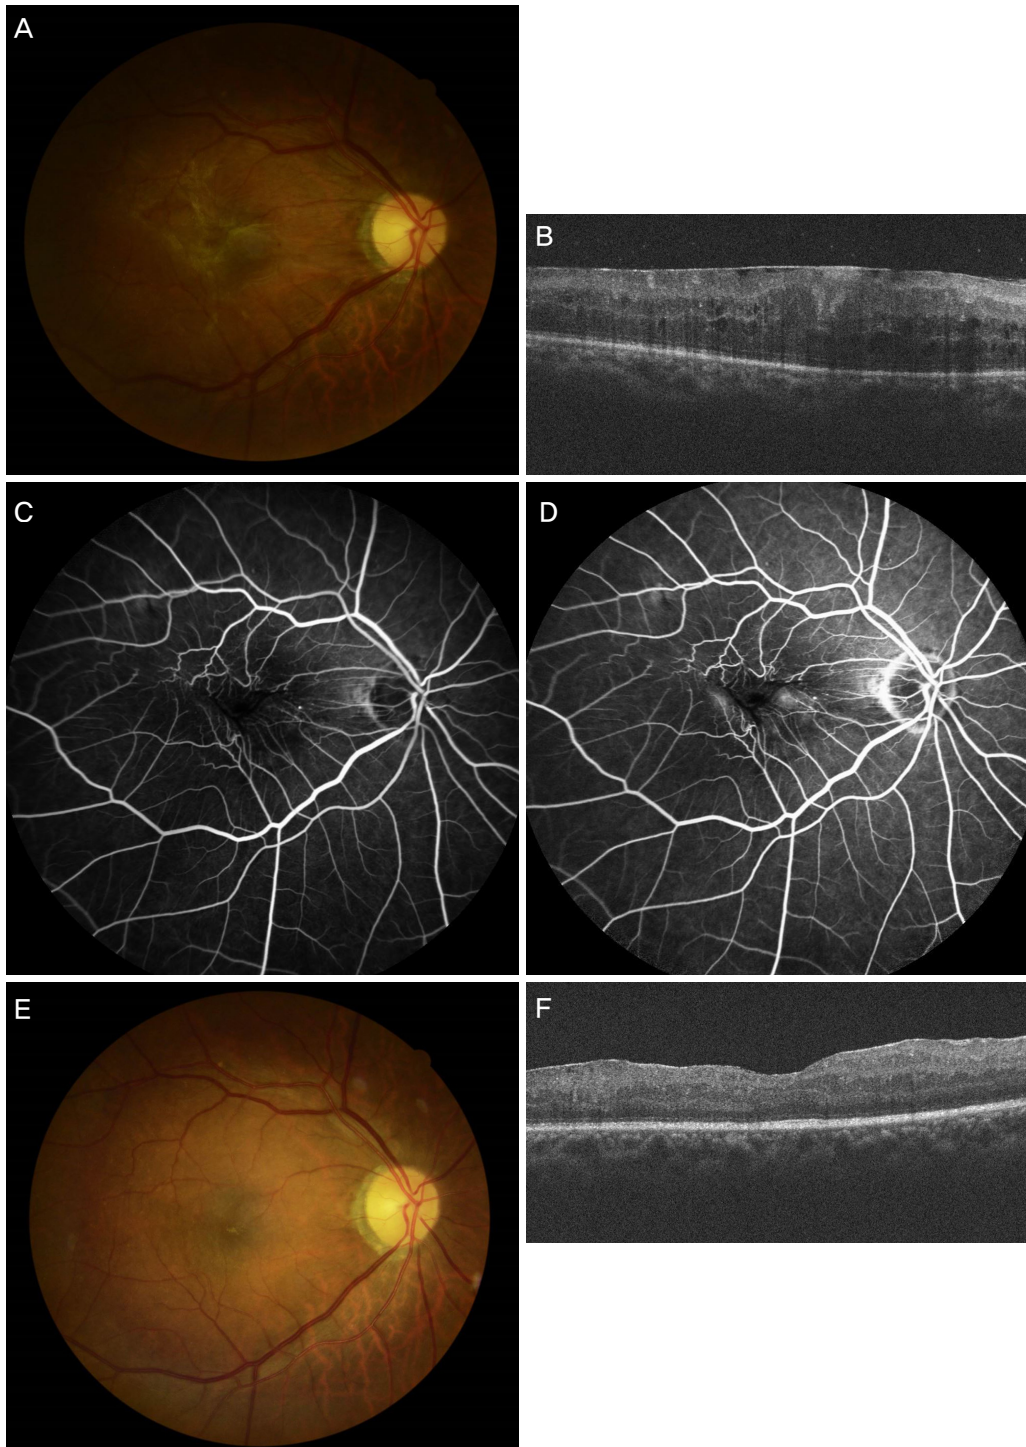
Epiretinal membrane (ERM) of combined hamartoma of the retina and retinal pigment epithelium in 73 years old man. (A) Preoperative fundus photo showed gray elevated lesion with preretinal gliosis, vascular tortuosity with vascular traction, hyperplasia of retinal pigment epithelium at the margin of growth. Preoperative visual acuity was logMAR 0.5. (B) Preoperative enhanced depth image (EDI) of optical coherence tomography showed folded, distorted retinal thickening with ERM. (C) Preoperative fluorescein angiography showed increasing fluorescence in perimacular area in early phase. (D) Preoperative fluorescein angiography showed hyperfluorescent lesion with blocked fluorescence, vascular distortion with retinal vascular contracting toward the lesion in late phase. (E) Fundus photo at 12 months after membrane peeling, internal limiting membrane peeling, ERM of combined hamartoma of the retina and retinal pigment epithelium was removed. Visual acuity was improved to logMAR 0.1. (F) EDI at 12 months after membrane peeling, internal limiting membrane peeling, central retinal thickness value has decreased 550 μ m to 337 μ m and subfoveal choroidal thickness value has decreased 203 μ m to 191 μ m.
